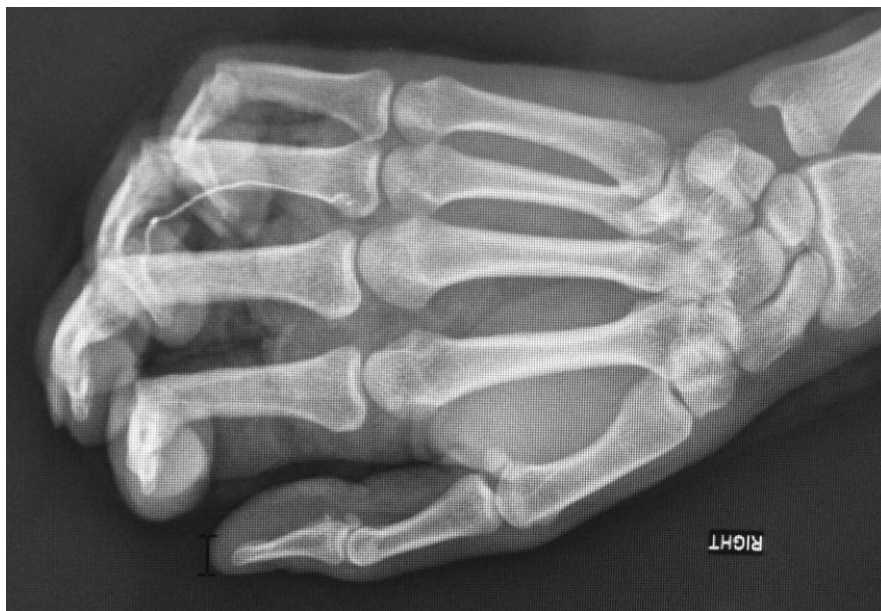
Пациентка Н., 33 года. 6-е сутки после оперативного лечения, рентгенологическая картина после выполненной реконструкции сухожилия сгибателя 4-го пальца правой кисти с применением никелид-титанового имплантата.
